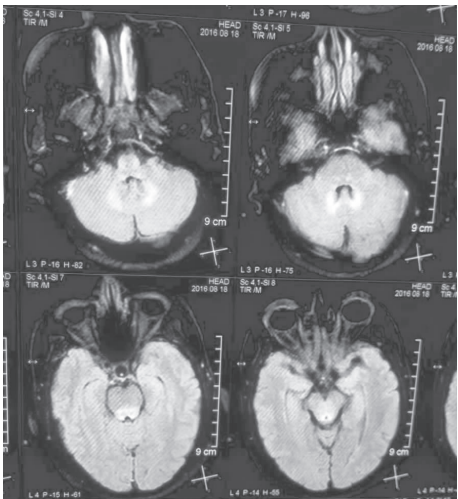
头颅MRI T₁WI示脑干背侧、小脑齿状核对称性异常信号影
